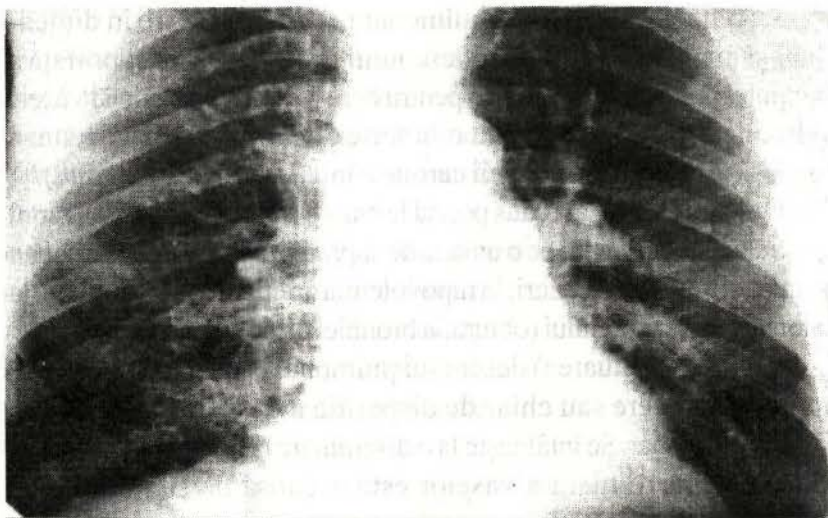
Radiografie de ansamblu. Manifestări de polichistoză.
